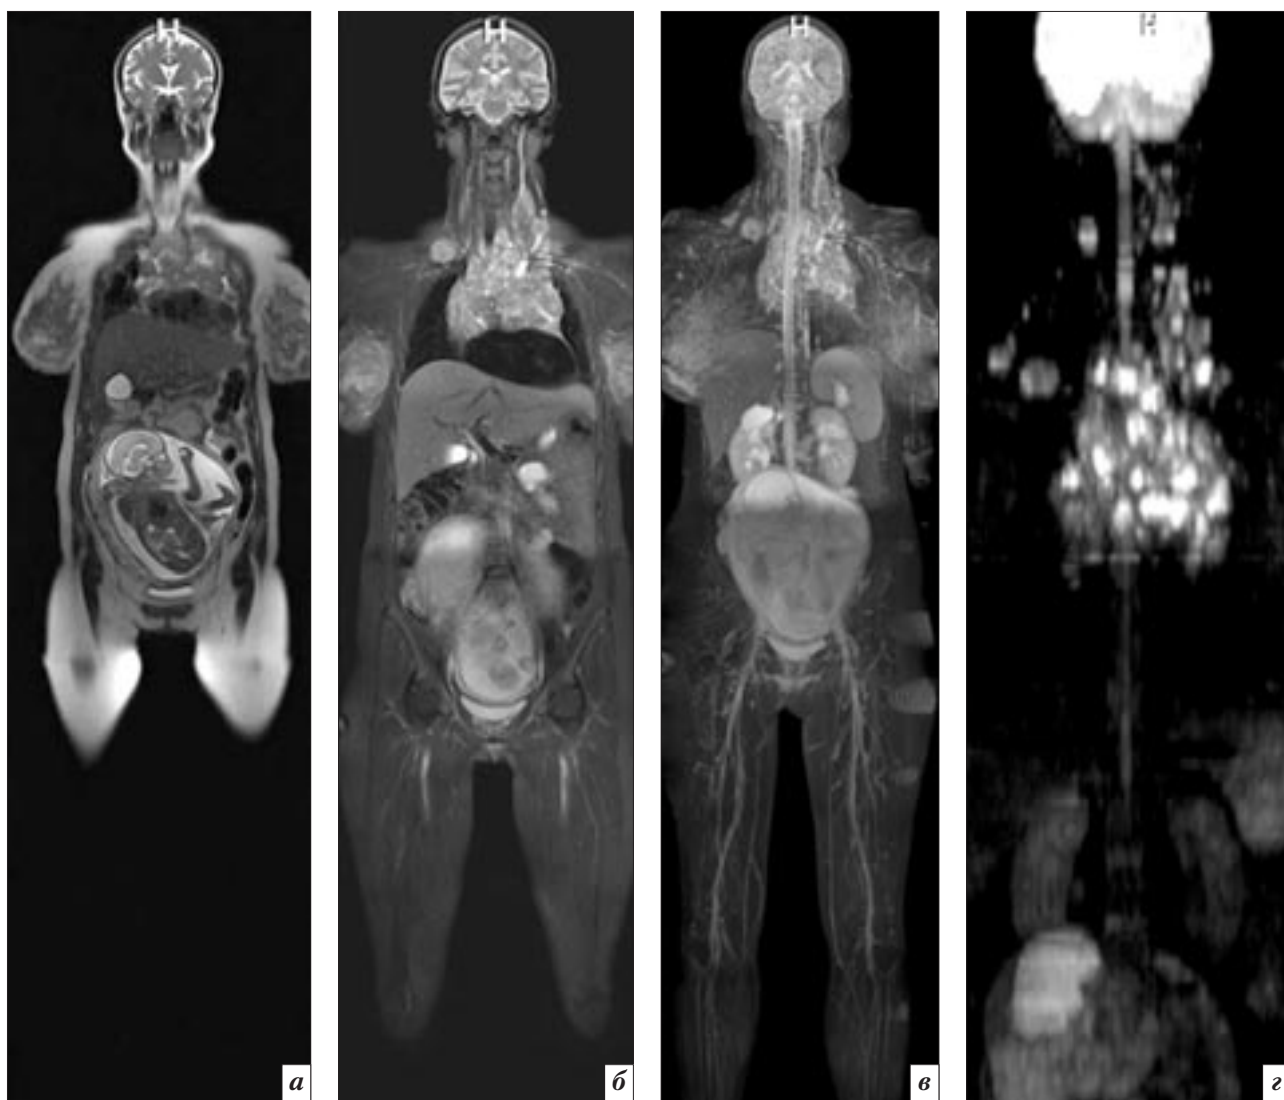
Пример визуализации МРТ всего тела. Билатеральное поражение лимфатических узлов шейно-надключичных областей и средостения при ЛХ у беременной (32 нед) пациентки: *а* – T2-ВИ HASTE; *б* – T2-ВИ STIR; *в* – реконструкция по максимальной интенсивности сигнала (MIP) T2-ВИ STIR; *г* – MIP диффузионно-взвешенных изображений.
